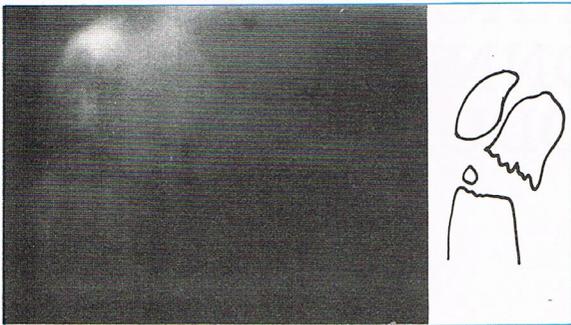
Observation n° 1 - Tomographie de profil : Confirmé la fracture avec déplacement postérieur et écart inter-fragmentaire important.
